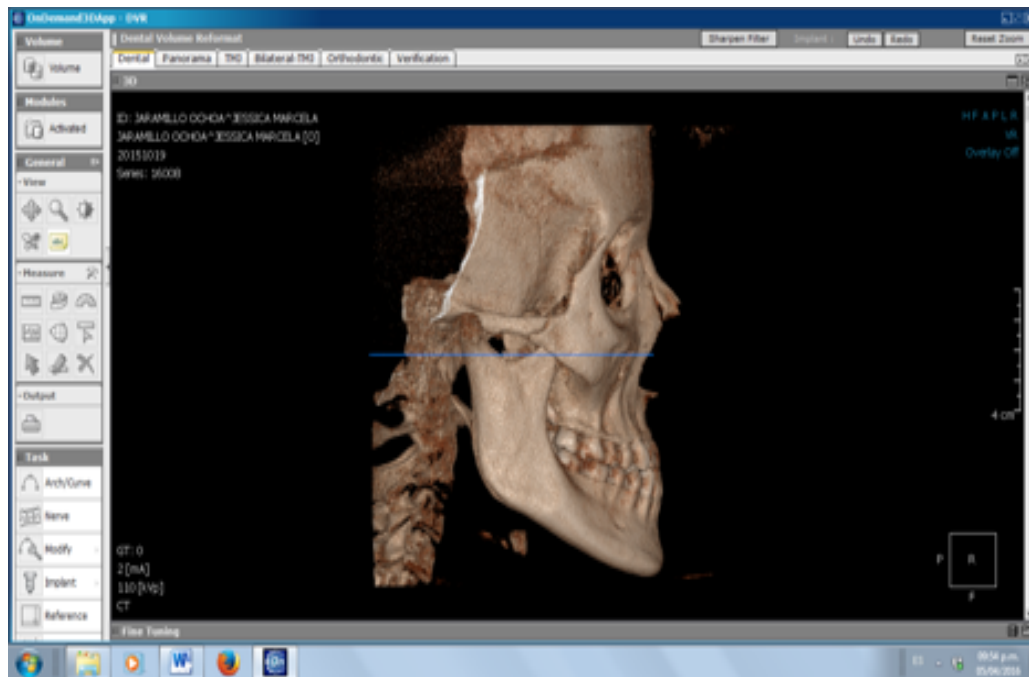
Obtención de la imagen radiográfica a partir del *cone beam*
